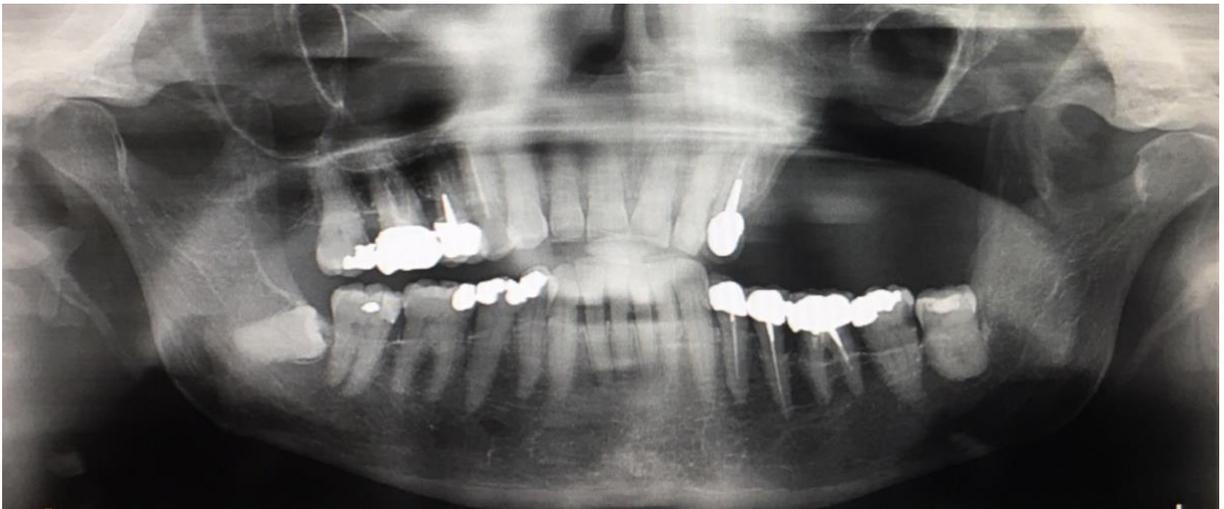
Orthopantomogramme de la patiente Z (Dr. Destruhaut)
